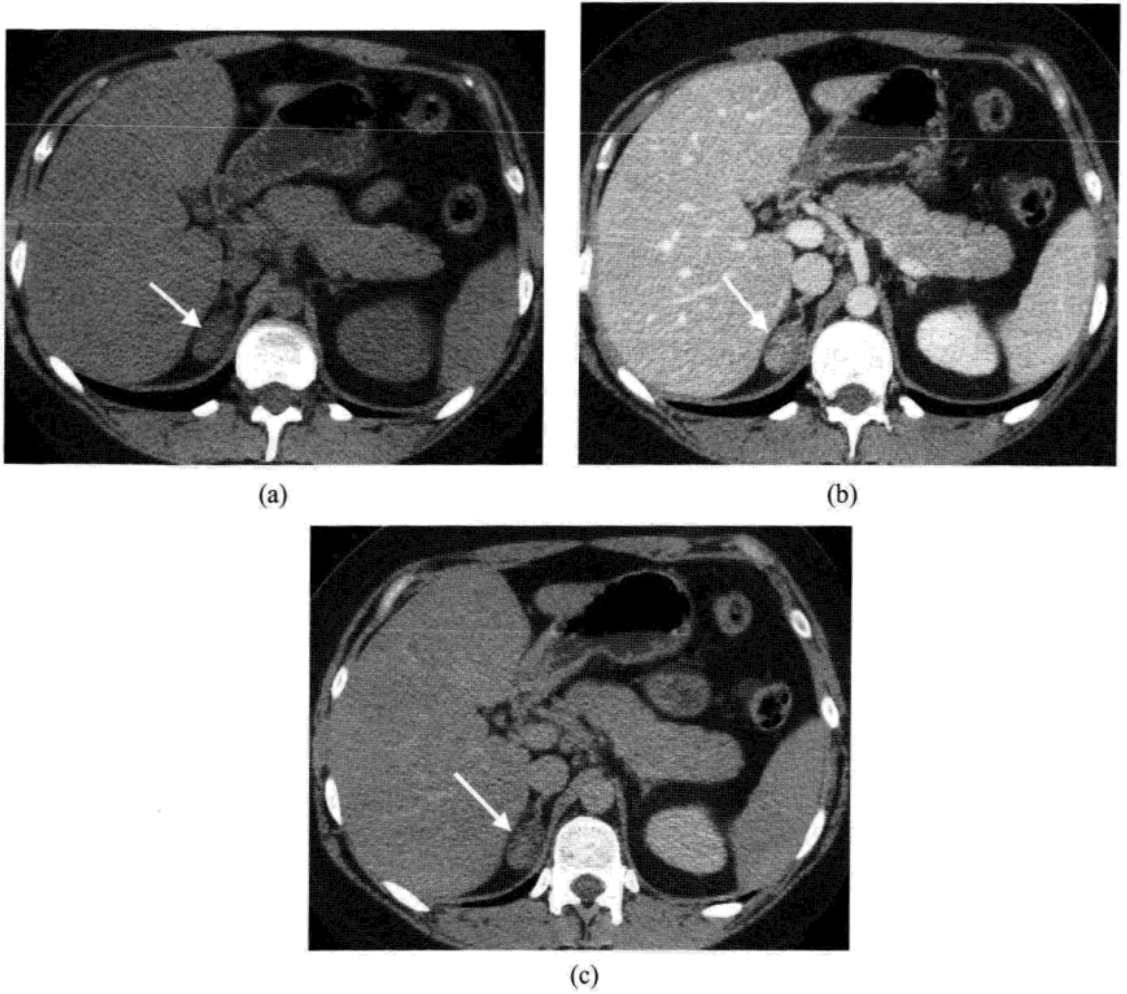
脂质成分较少的腺瘤。平扫 CT 示右侧肾上腺肿块，CT 值 27HU(箭头) (a)。静脉注入对比剂后肿块 CT 值为 96HU(箭头) (b)。延迟期时 CT 值为 50HU(箭头) (c)。该肿块的完全增强洗脱率为 67%，即 $(96-50) / (96-27) \times 100=67\%$ 。
